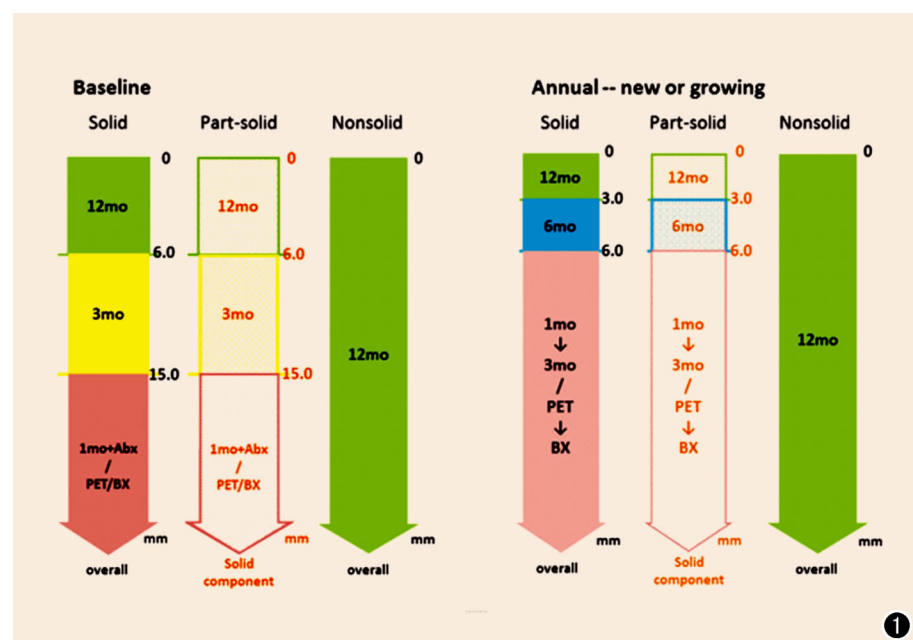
I-ELCAP 结节处理方案简化图(mo:月;Abx:抗生素治疗;PET: PET-CT 扫描;BX:活检)。
